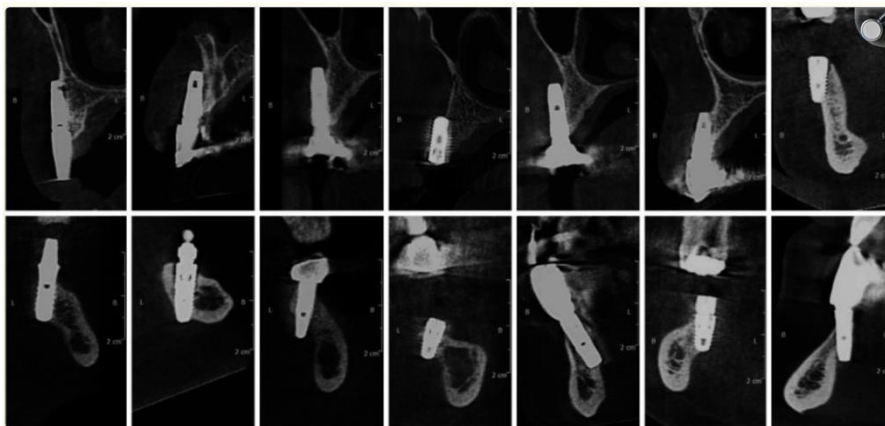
CBCT illustrant des perforations de corticales vestibulaires (haut) et linguales (bas)
